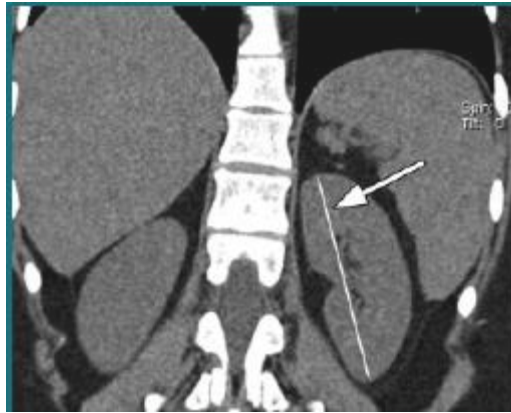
Tomografía en fase simple coronal que muestra la medición del riñón izquierdo.
